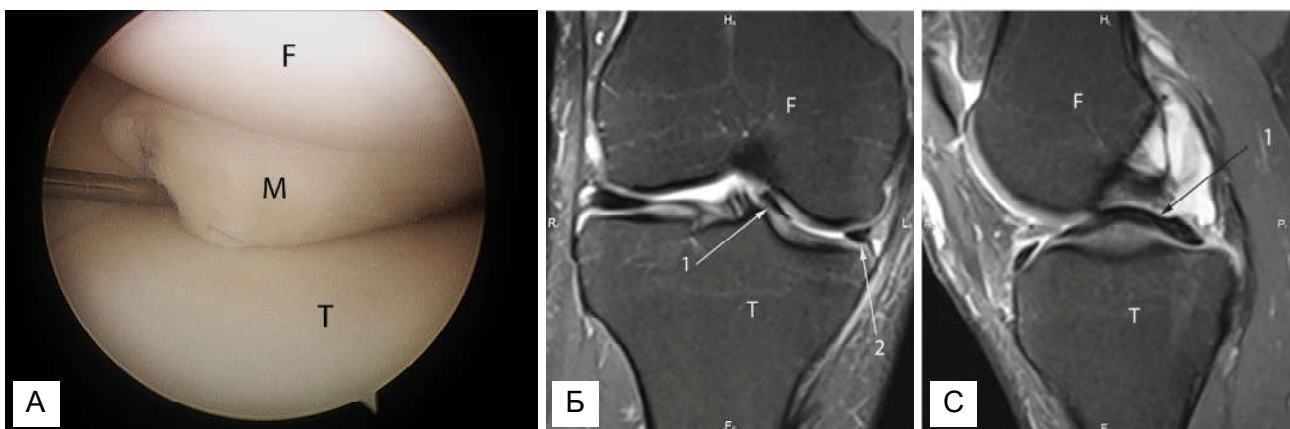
А. Артроскопія колінного суглоба, розрив медіального меніска по типу "ручки лійки" з блоком колінного суглоба (F - суглобова поверхня медіального виростку стегна; Т - суглобова поверхня великогомілкової кістки; М - медіальний меніск, защемлений між суглобовими поверхнями); В. МРТ скан - розрив медіального меніска по типу "ручки лійки". 1 - внутрішній фрагмент медіального меніска, 2 - змінений зовнішній фрагмент медіального меніска. Корональна площина, PD fs зображення. С. МРТ скан - розрив медіального меніска по типу "ручки лійки". 1 - внутрішній фрагмент пошкодженого меніска зміщений у суглобову щілину в ділянку міжвиросткового підвищення великогомілкової кістки. Сагітальна площина, PD fs зображення.
